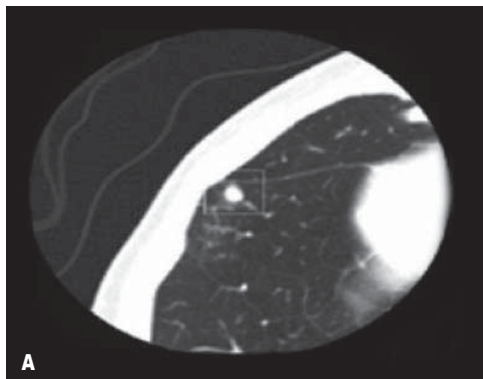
КТ-изображение легких с 3D-реконструкцией: отличия доброкачественных узелков от карциномы (Nature Reviews Cancer)
